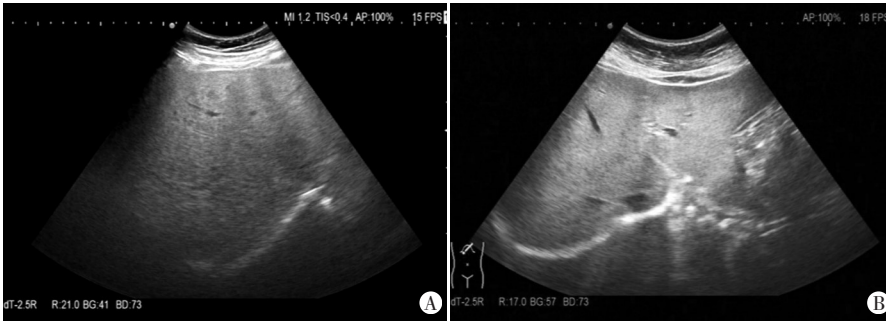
血脂异常组同一患者超声显示患者肝界增大、角度圆钝(A);肝脏后方回声衰减,肝内血管变细,肝内血流色彩较暗淡(B)
